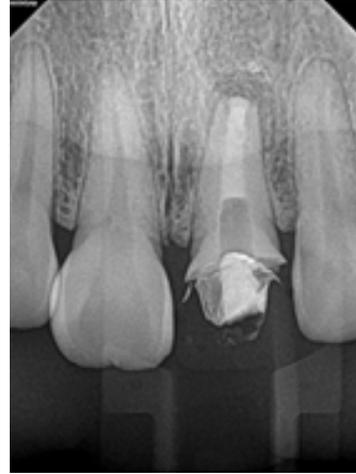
근관 충전 후 구내 방사선 사진
